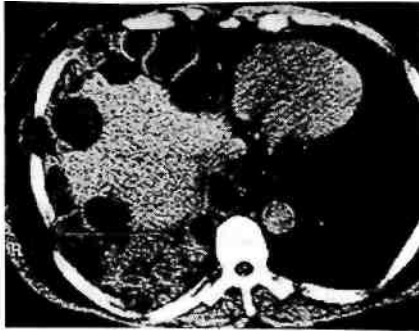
Эхинококкоз правой доли печени. Видны округлые светлые образования. Компьютерная томограмма.
